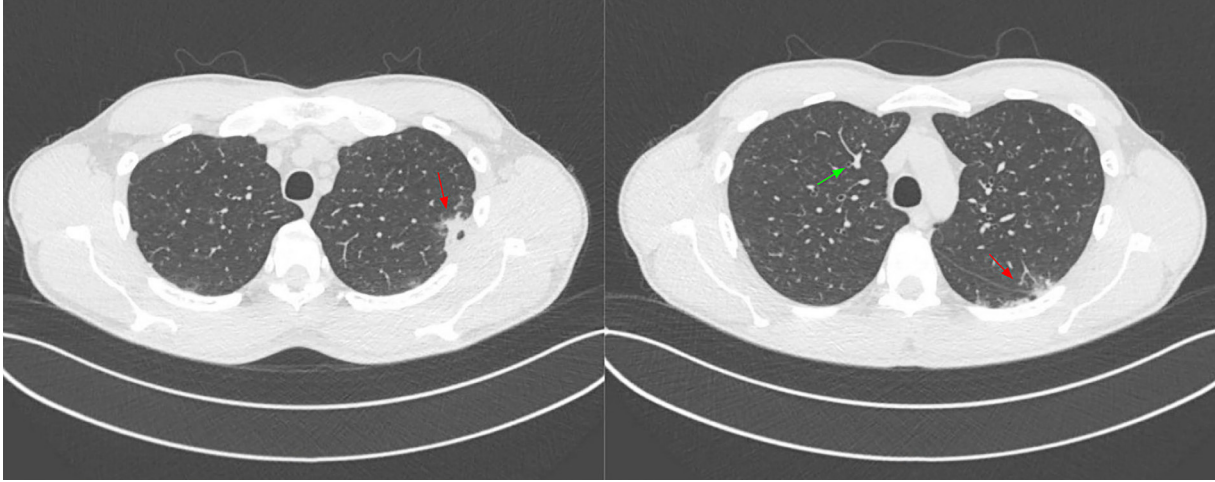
Angiotomografía computarizada de tórax: Parénquima pulmonar con múltiples zonas de ocupación alveolar, con patrón mixto en vidrio esmerilado y de condensación alveolar, con algunas imágenes nodulares subcentimétricas subpleurales (flecha verde), con densidad de tejidos blandos, alguna de ellas llegando a conformar un patrón de aspecto pseudonodular (flecha roja), que hace sospechar origen inflamatorio/infeccioso.
